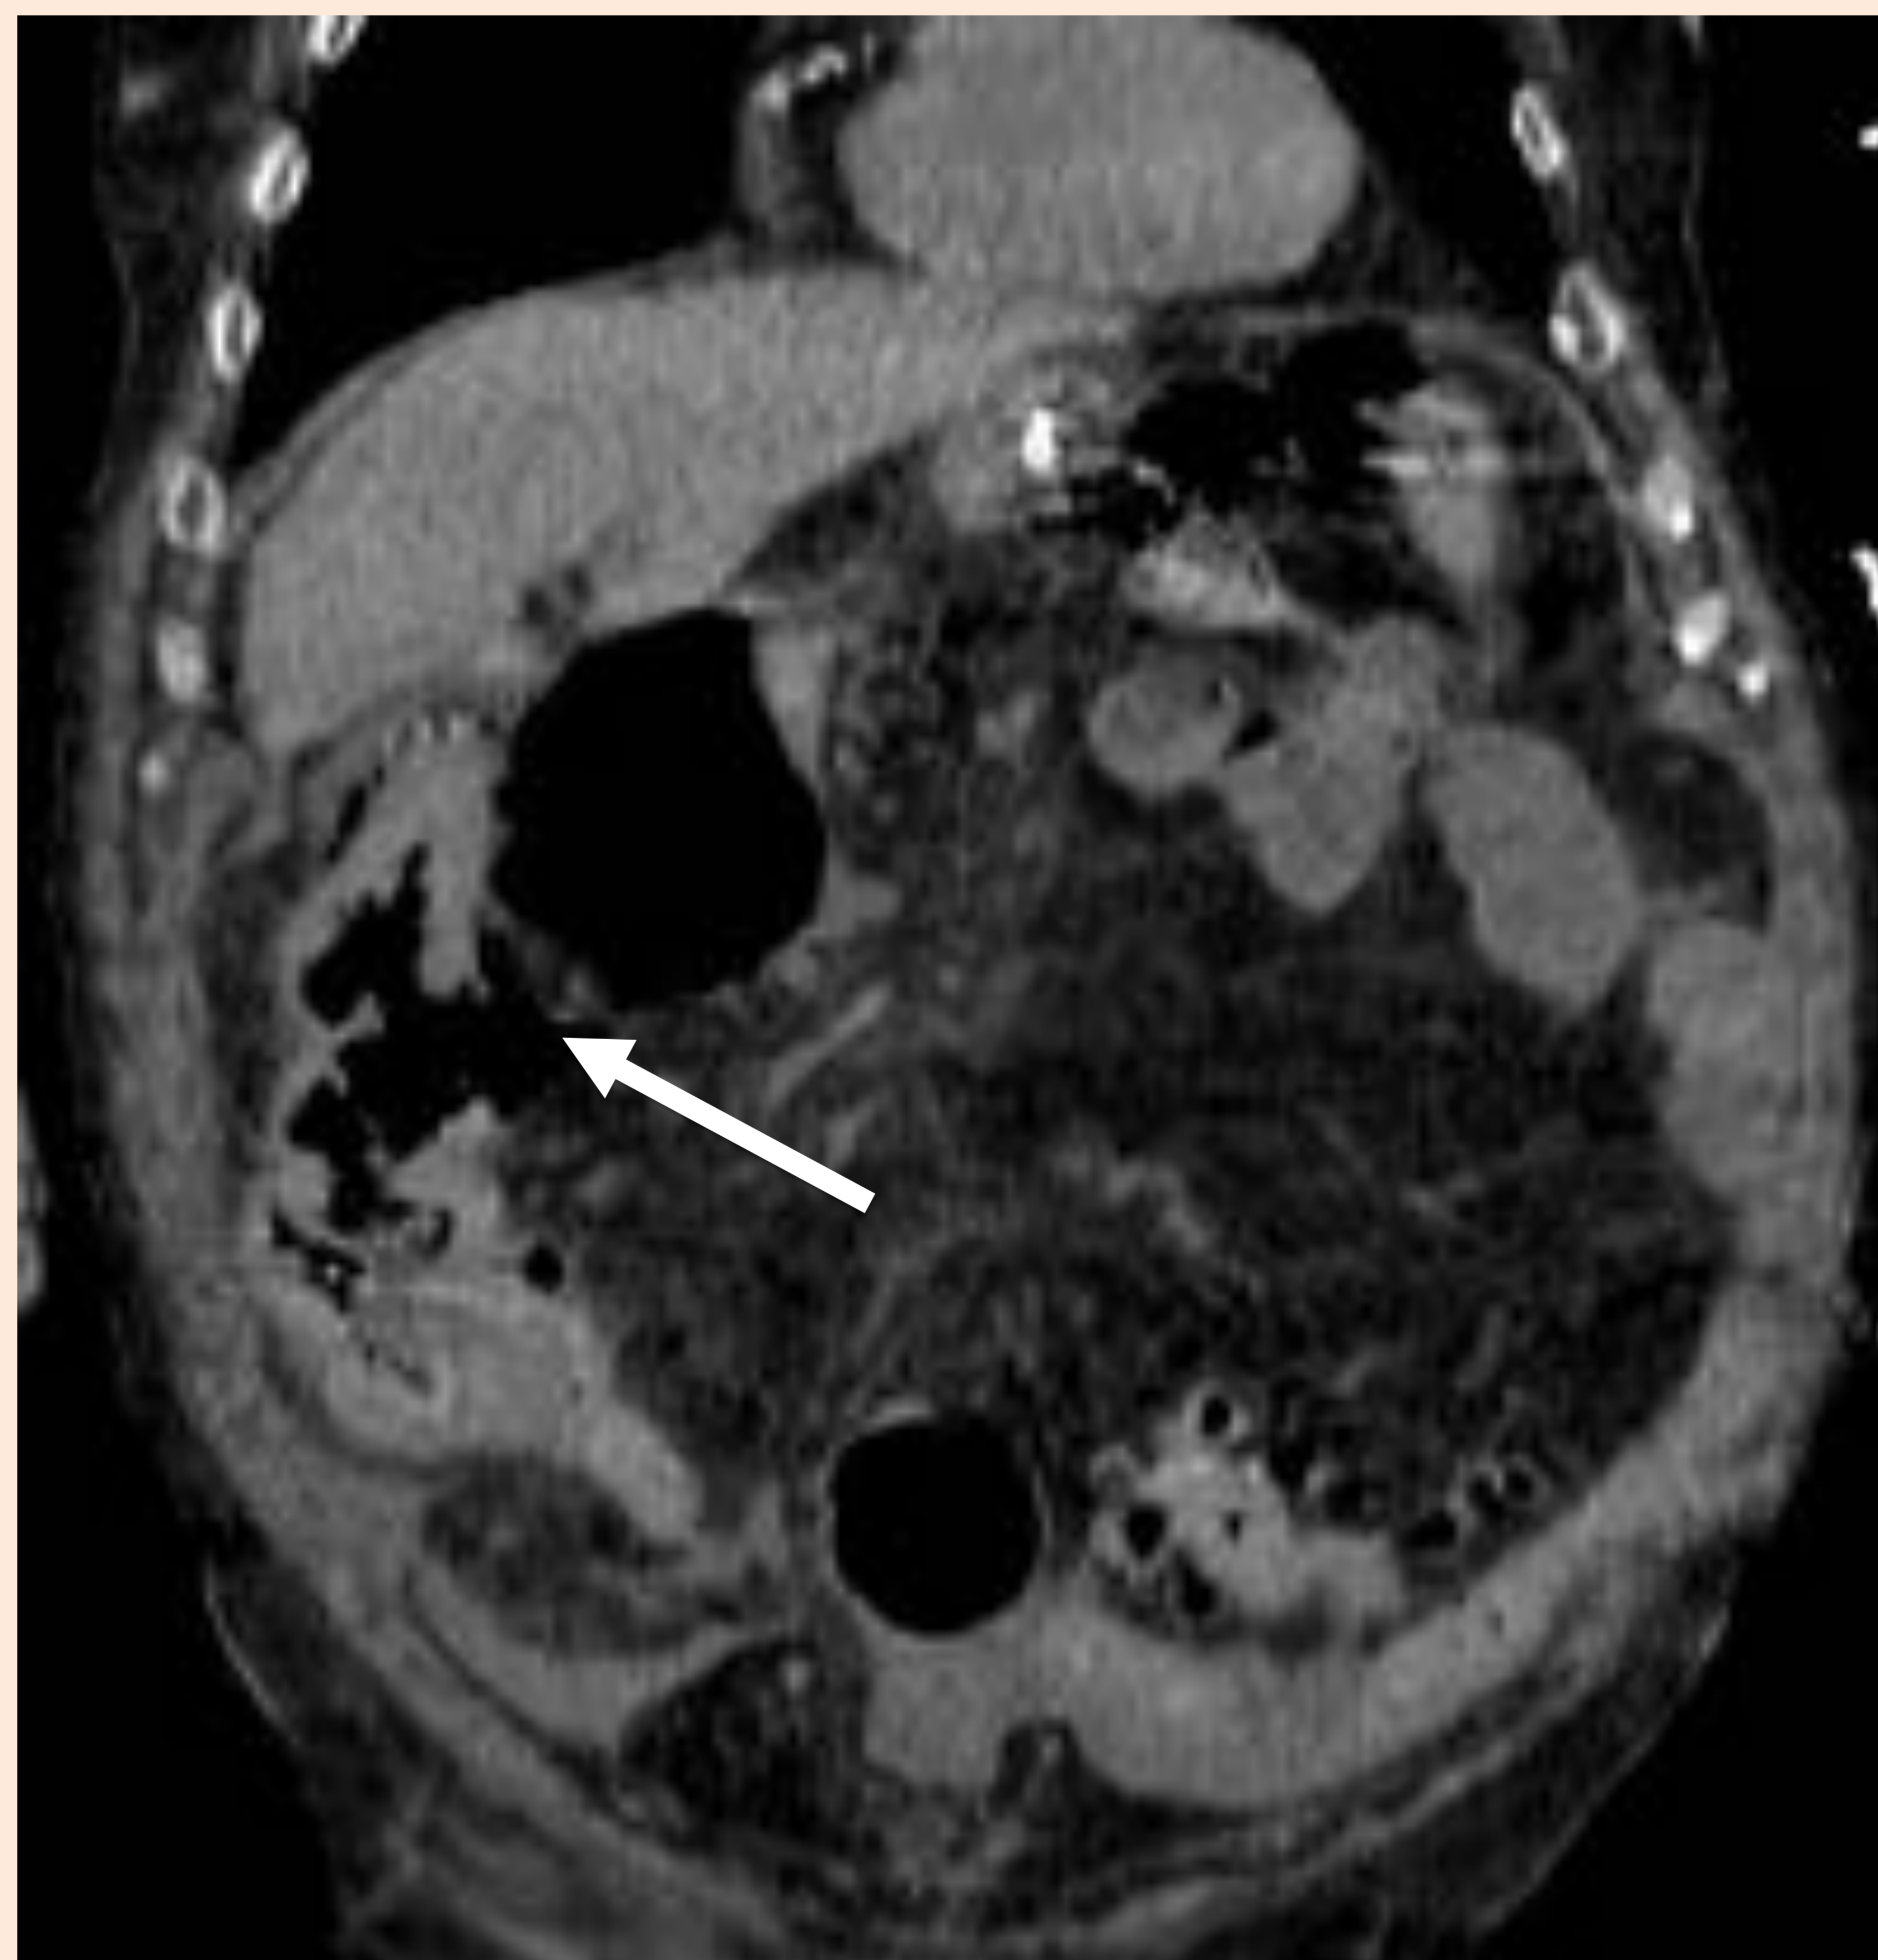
Corte coronal de TC, del mismo paciente de la figura anterior. Discontinuidad de la pared del ciego (flecha).
